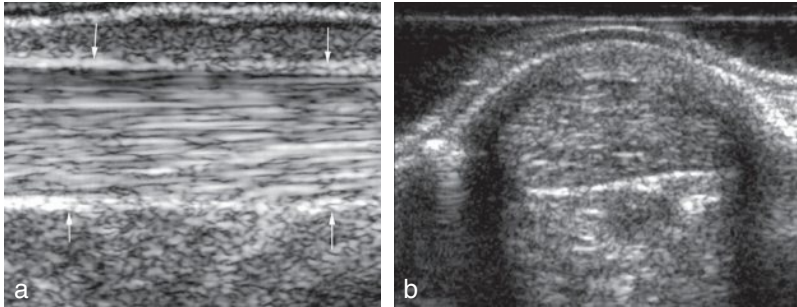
Aspect échographique normal du tendon.
